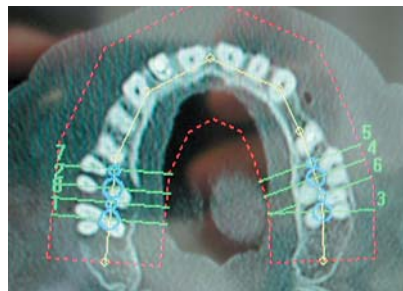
Röntgenschablone aus transparentem Kunststoff des Unterkiefers nach Tiefziehprinzip, zusätzlich ist ein genormter Übertragungsbogen eingearbeitet, welcher als Referenzkörper zur Abstimmung zwischen Schablone und Röntgendaten dient. – Abb. 9: Positionieren und Ausrichten der Implantate und Übergangsimplantate im Oberkiefer am Computer mit der Robodent-Planungssoftware. – Abb. 10: Cross-Sektion der Implantatplanung des Unterkiefers mit eingezeichneter Position des Nervus alveolaris inferior.
